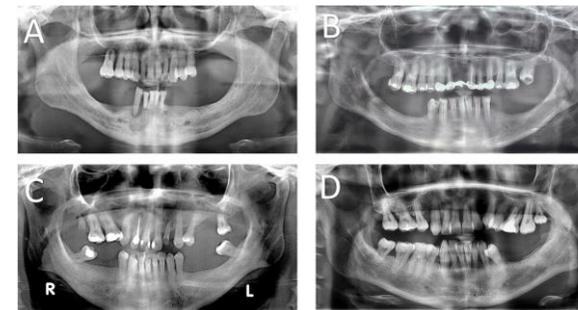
Radiografías de casos dentales
